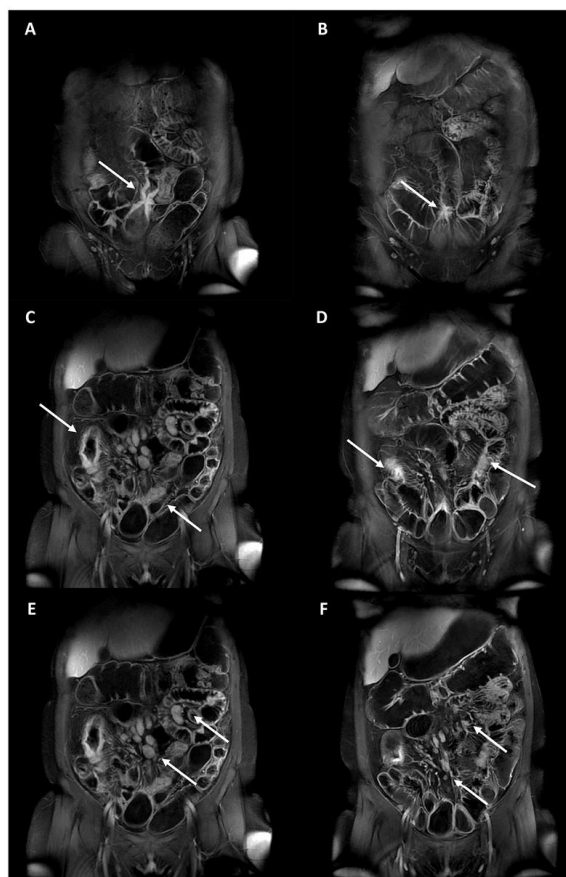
Representative MR enterography images from a 24-year-old female, with a long-standing diagnosis of severe Crohn's disease, on biologic therapy for 2 years. A) Coronal post-contrast T1-weighted volumetric images obtained before treatment, showing evidence of inflammation and stenosis (arrow) in an ileal segment. B) Coronal post-contrast T1-weighted volumetric images obtained at the same level after 2 years of therapy, showing resolution of inflammatory findings but persistent stenosis (arrow). C) Coronal post-contrast T1-weighted volumetric images obtained before treatment, showing evidence of inflammation and stenosis (arrow) in two ileal segments. D) Coronal post-contrast T1-weighted volumetric images obtained at the same level after 2 years of therapy, showing resolution of inflammatory findings but persistent stenosis. E) Coronal post-contrast T1-weighted volumetric images showing multiple enlarged mesenteric lymph nodes (arrows). F) Coronal post-contrast T1-weighted volumetric images obtained at the same level after 2 years of therapy, showing reductions in lymph node volume (arrows).
